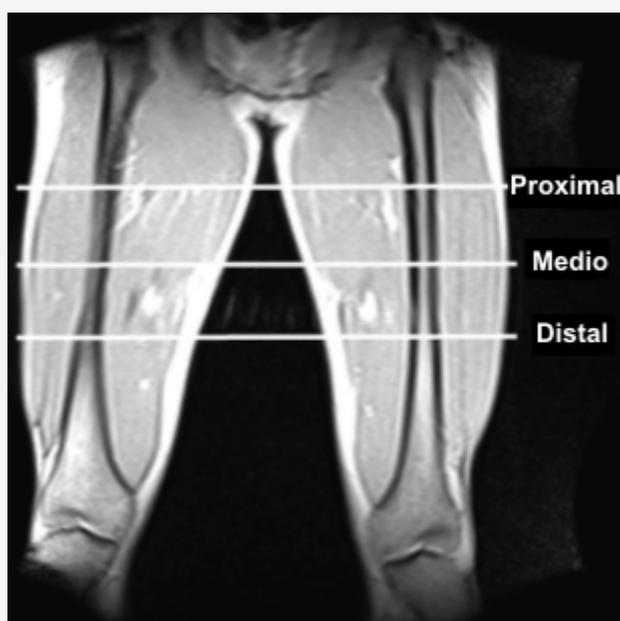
Imagen de los scans de resonancia magnética nuclear en los niveles (a) proximal, (b) medio y (c) distal.
